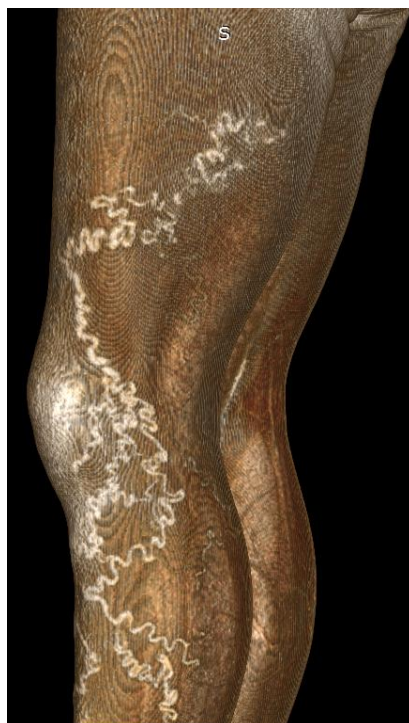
КТ флебография, режим 3D реконструкции. По заднелатеральной поверхности бедра и латеральной поверхности голени определяются варикозно-изменённые подкожные вены
